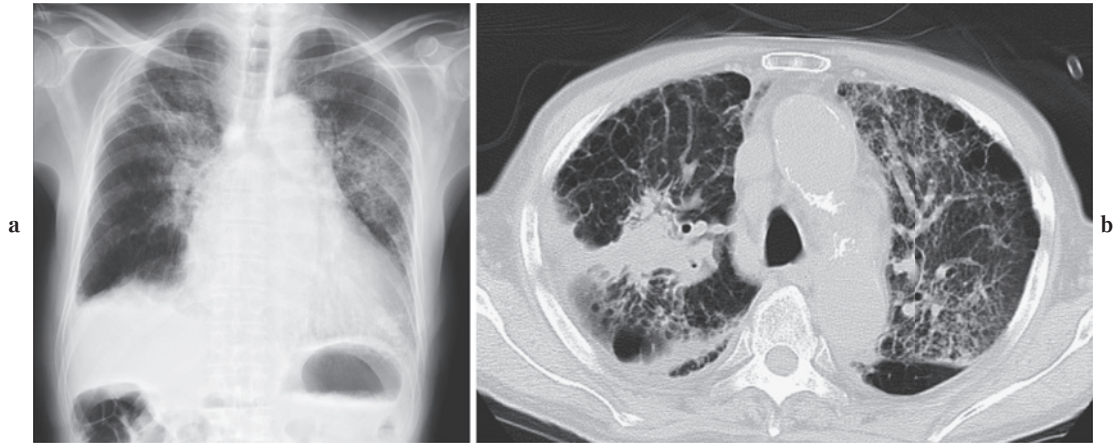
Chest radiograph and chest computed tomography (CT) scan on admission. (a) Chest radiograph on admission shows consolidation in the right upper lung field and interstitial shadows in the left lung field. (b) Chest CT scan shows a lesion in the right upper lobe of the lung.
